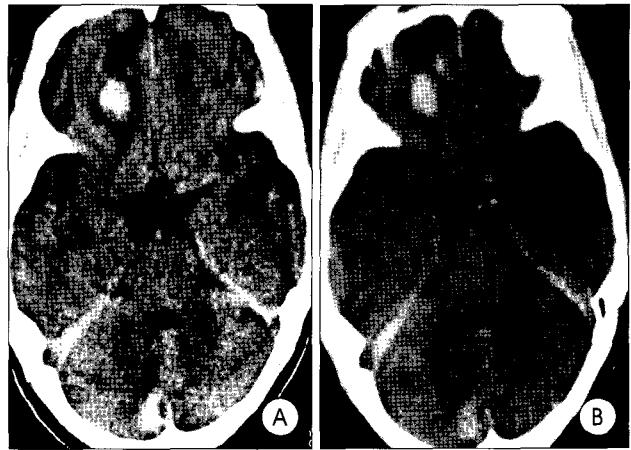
Case 6 : Initial unenhanced computed tomography(CT) A : shows hematoma in the midline portion of right cerebellum, measuring about 10X15mm and intracerebral hematoma in the right frontal lobe. Three days later, follow-up unenhanced CT B : shows no interval change to previous CT.
